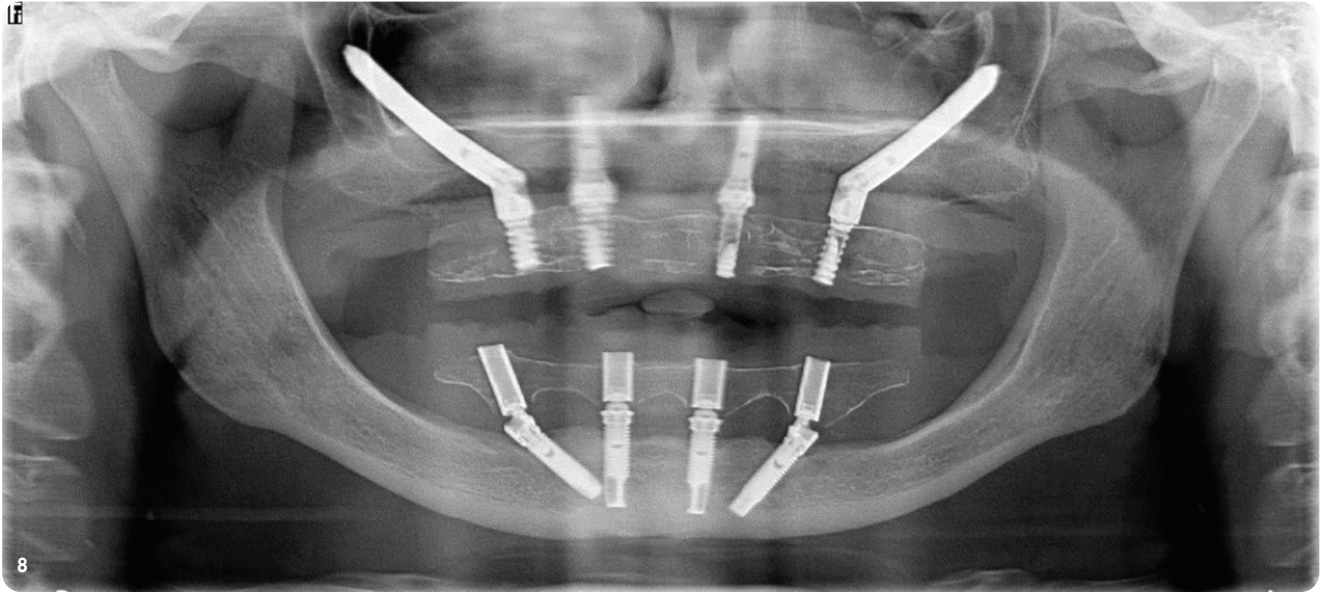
Postoperative Röntgenkontrollaufnahme.
